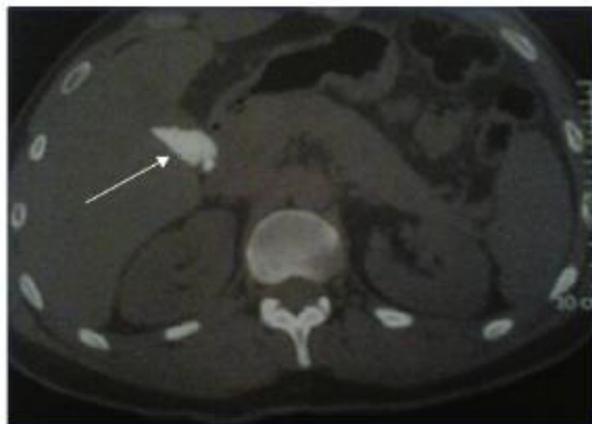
TAC abdominal que muestra coledocistitis múltiple
